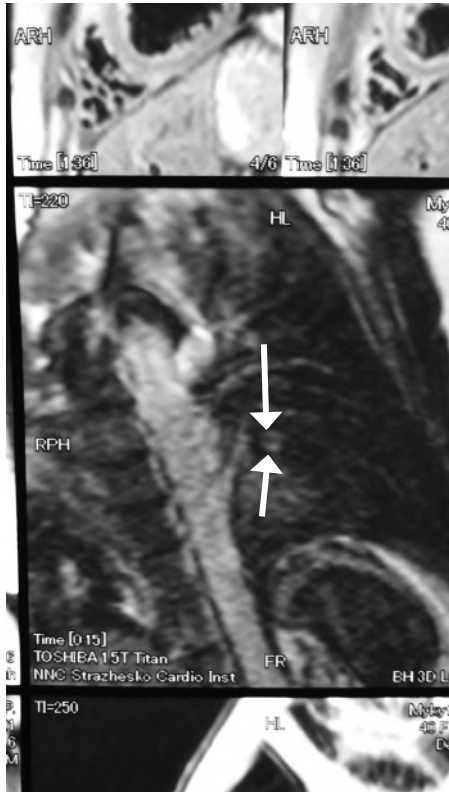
МРТ-признаки локального кардиофиброза в базальном переднелатеральном сегменте левого желудочка (указано стрелками) в разных проекциях. Размер очага – 9 x 11 мм. Признаков отека и ишемии в миокарде левого желудочка на момент исследования не выявлено. Умеренная дилатация правого желудочка
